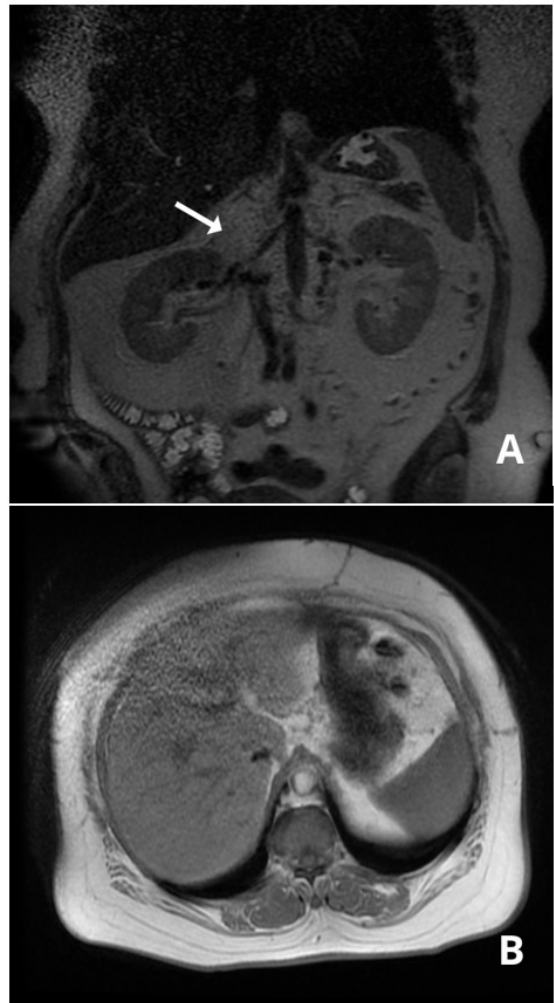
(a) Corte coronal de ressonância magnética em T2, realizado 17 meses após a cirurgia, evidenciando segmento da veia cava inferior seccionado e ausência de recidiva local; (b) imagem axial *dual echo* mostrando região retro-hepática livre de tumoração após a cirurgia.
